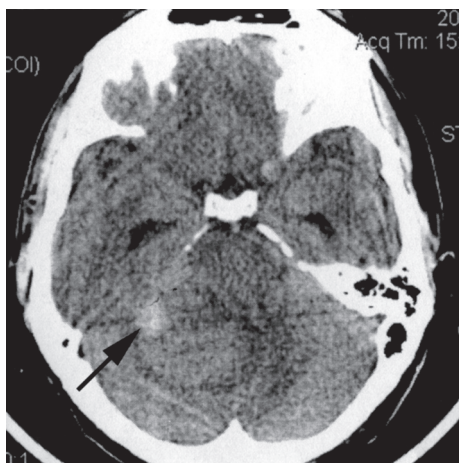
КТ головного мозга больного П. Кавернома правого полушария мозжечка (стрелка).
